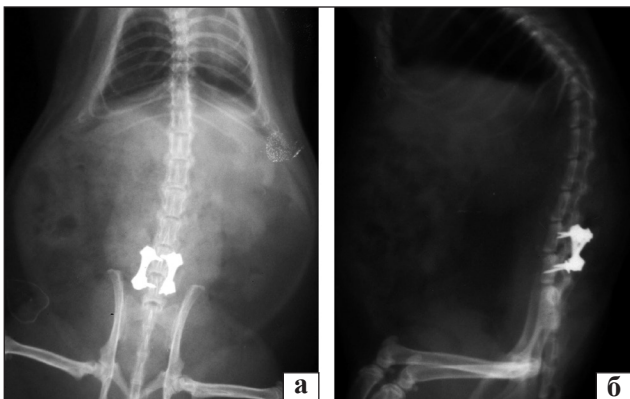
Рентгенограми поперекового відділу хребта щурів безпосередньо після хірургічного втручання: пряма (а) та бокова (б) проекції
